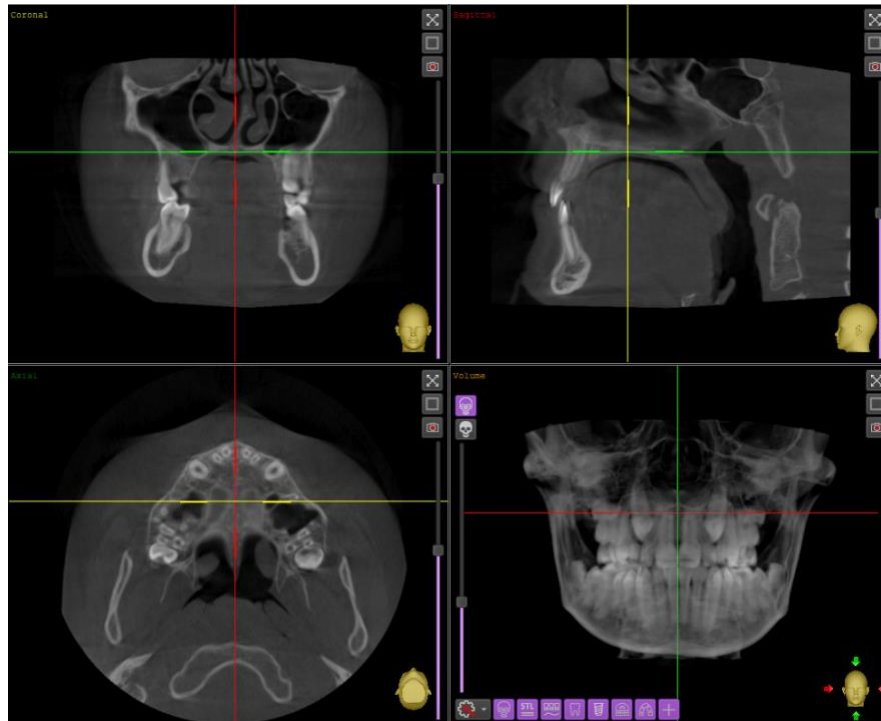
Visualización CBCT, vistas coronal, sagital y axial (software ImplaStation).
